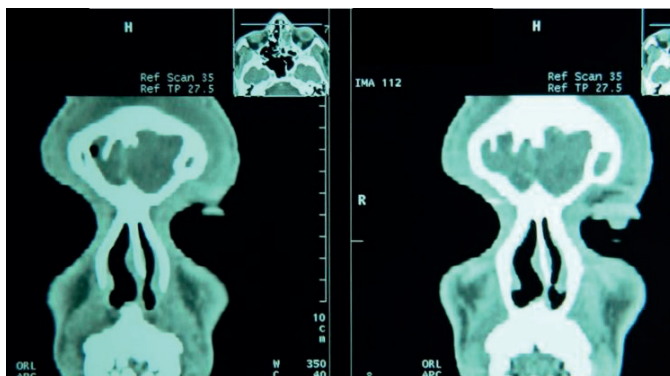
C. TDM en coupe frontale : comblement total du sinus frontal.
